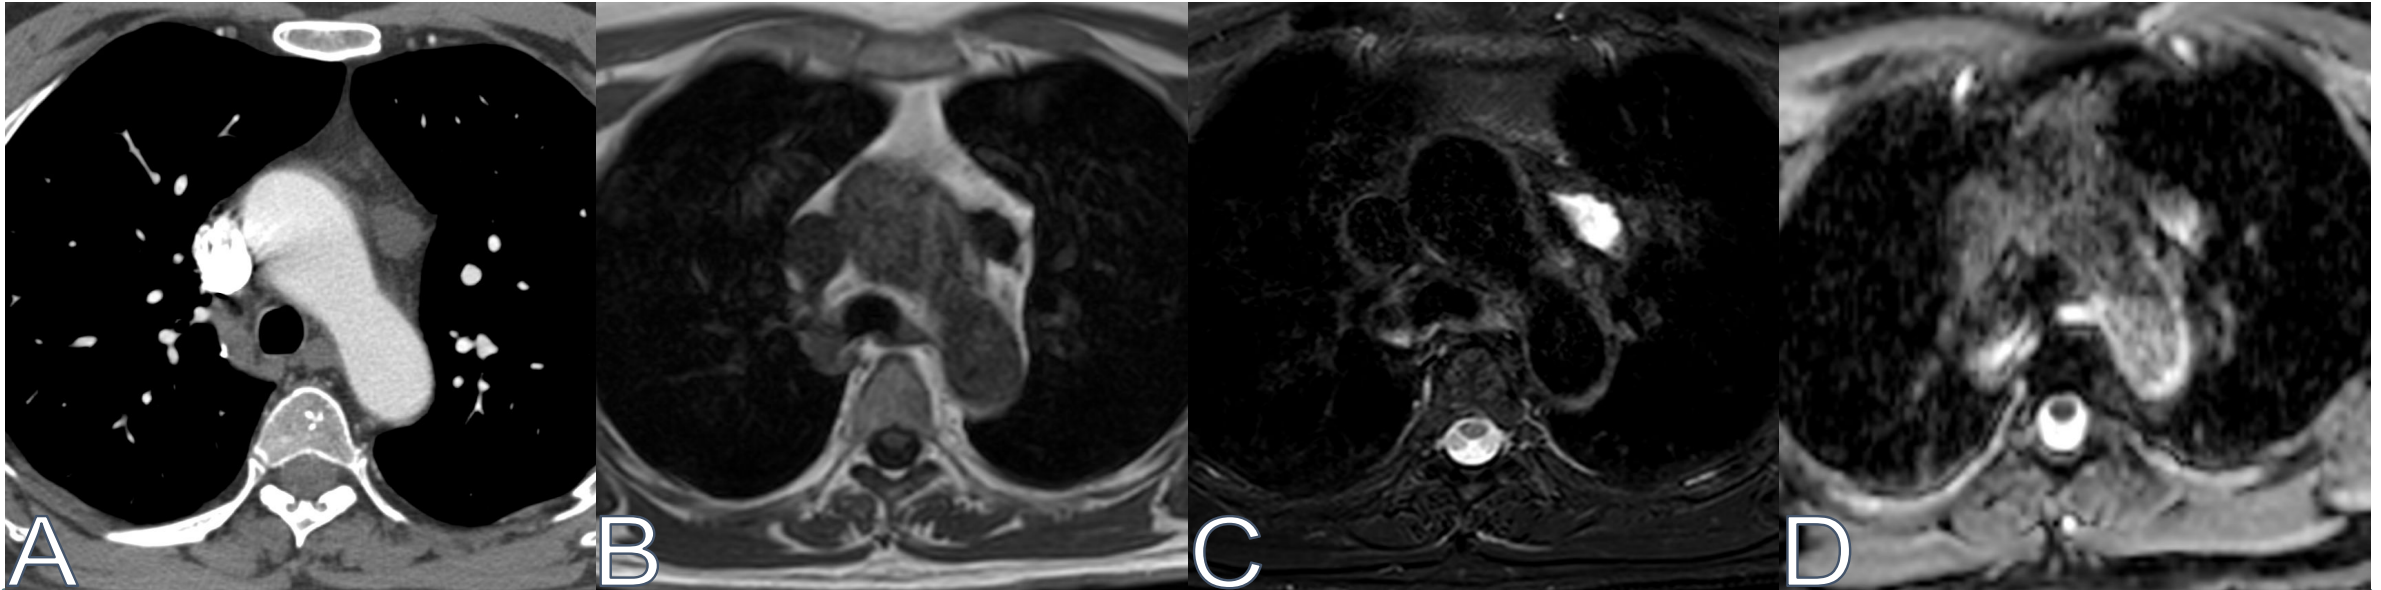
Paciente de 58 años con lesión mediastínica anterior: Lesión nodular hipodensa en TC con 9 UH (imagen A); hipointensa en T1 (imagen B); hiperintensa en STIR (imagen C) y con alta señal en los mapas de ADC (imagen D), hallazgos compatibles con quiste mediastínico en ventana aortopulmonar.
